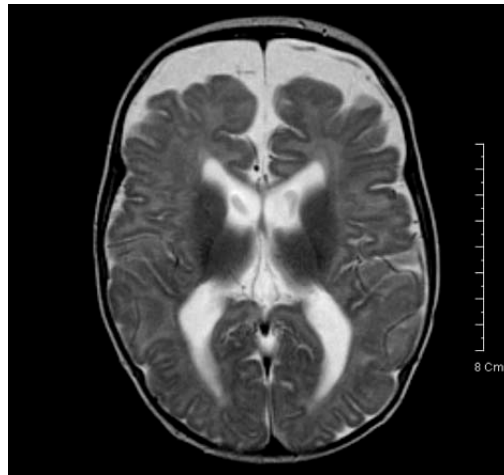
Resonancia magnética que muestra un higroma subdural en el área bifrontal.²⁵
